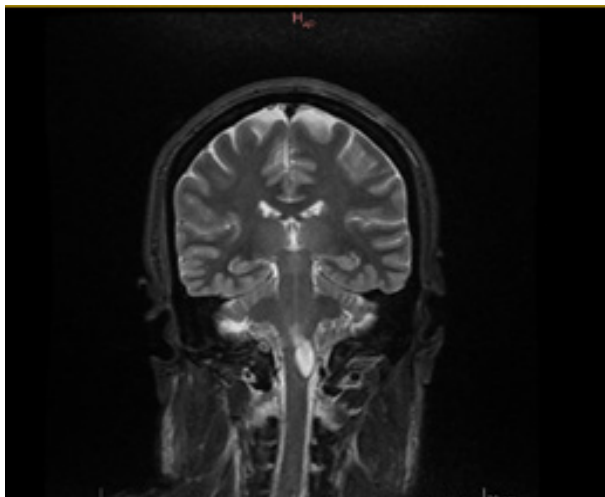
Resonancia Magnética Nuclear en Corte Coronal, en la cual se observa el quiste de predominio izquierdo, sin aumento de volumen en las demás cavidades ventriculares.
